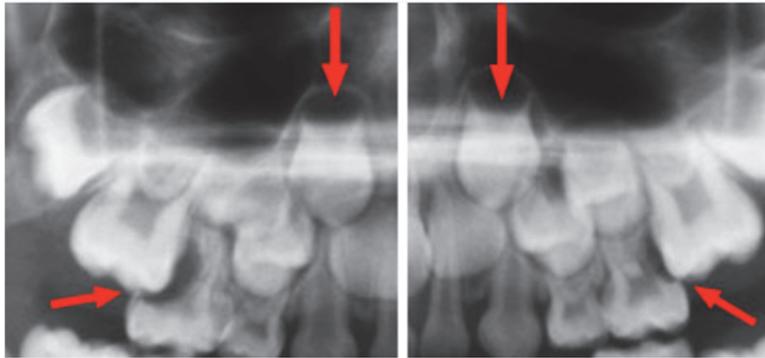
radiographie panoramique montrant une éruption trop mésiale de 16 et 26 provoquant des résorptions radiculaires de 55 et 65
